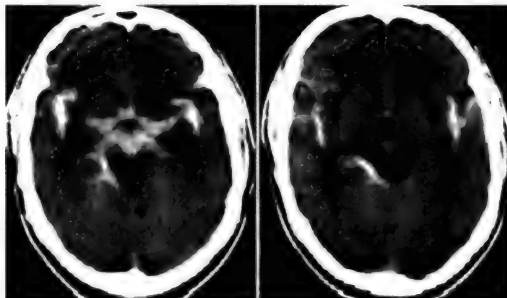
Компьютерные томограммы головного мозга. Спонтанное базальное субарахноидальное кровоизлияние. Базальные цистерны, латеральные щели и цистерны островков заполнены гиперденсивным содержимым, соответствующим сгусткам крови
